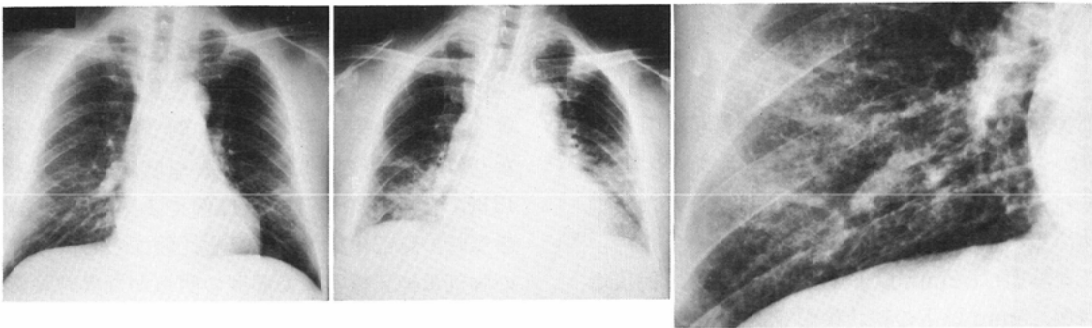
A case of bronchiolitis. The left is the plain chest film in inspiration, and the middle is that in expiration. The right is the enlargement radiograph. Abnormal shadows are seen most clearly in the chest film in expiration.
